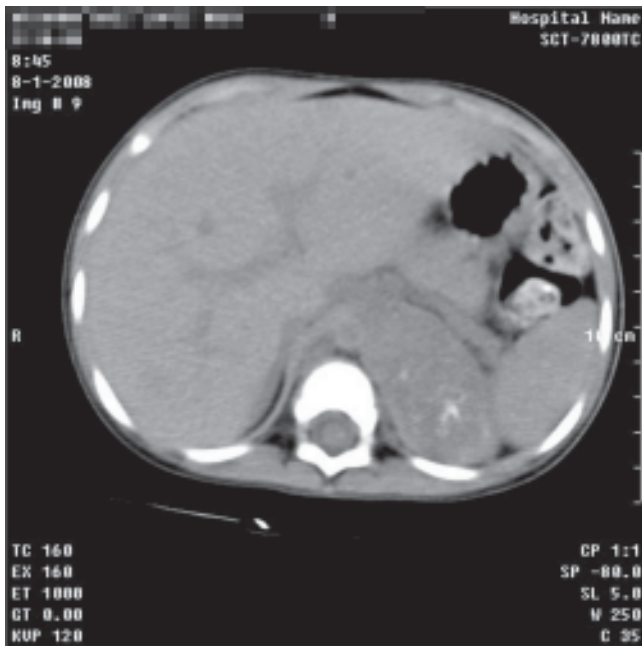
TAC abdominal que muestra extenso neuroblastoma de suprarrenal izquierda.
